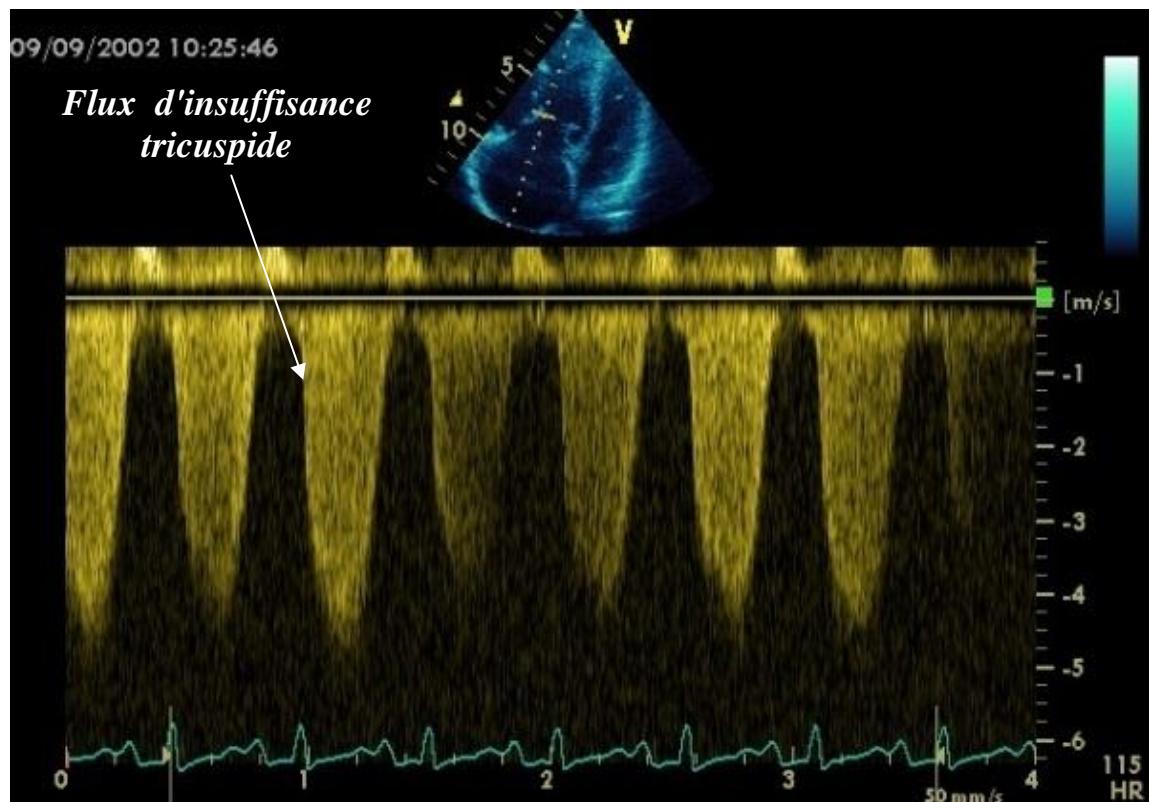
Echocardiographie trans-thoracique. Coupe apicale 4 cavités en mode Doppler continu montrant un flux d'insuffisance
